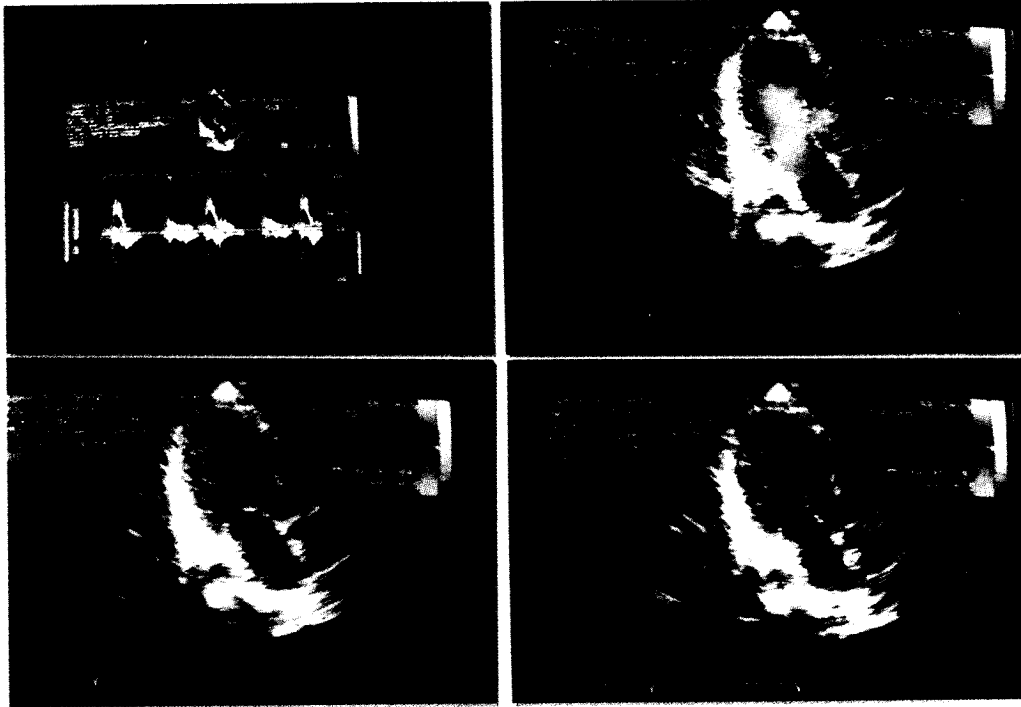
Eco Doppler di un atleta mezzofondista. In alto a sinistra: l'eco Doppler mitralico pulsato presenta un'onda E molto grande seguita da una rapida caduta sulla linea zero e ricomparsa di un debole segnale in telediastole. La sequenza in color Doppler (come nella Figura precedente), su una proiezione apicale 2 camere, mostra il massivo riempimento protodiastolico del ventricolo sinistro, l'assenza di un flusso codificabile in mesodiastole pur essendo la valvola mitrale chiaramente aperta, il debole contributo atriale
